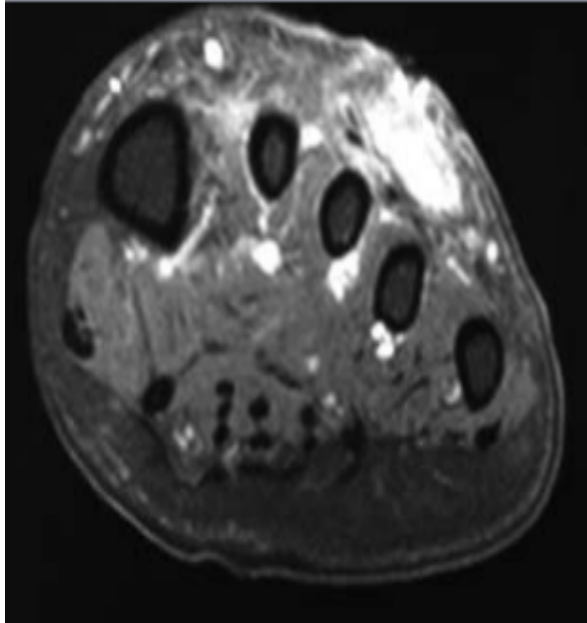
IRM sagittale post-gadolinium pondérée en T1 montrant l'implication résiduelle des tissus mous sur le dos du pied du patient. [40]
